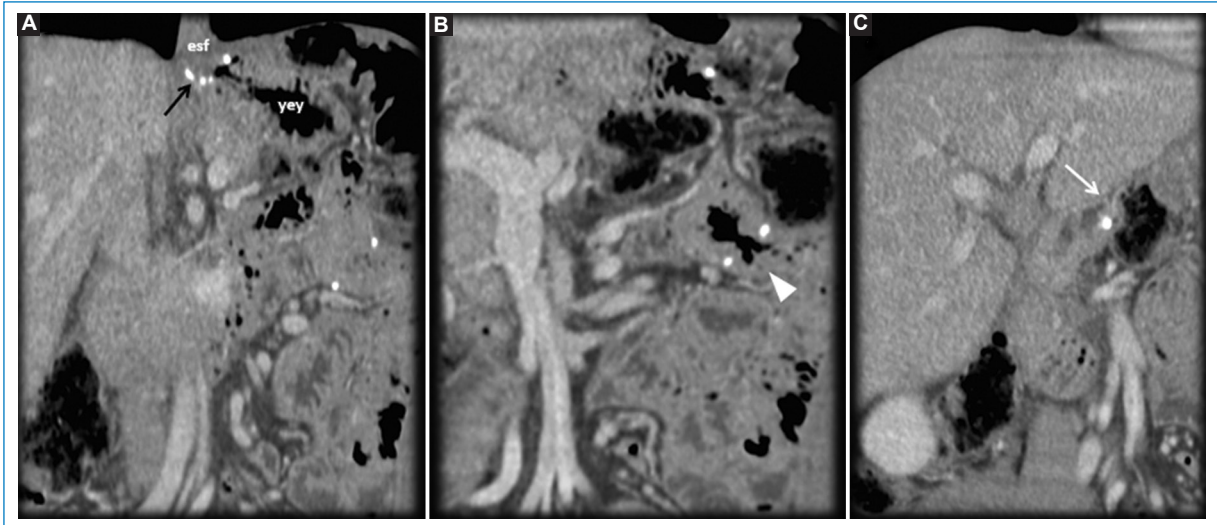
Paciente de sexo masculino, de 39 años. Antecedente de adenocarcinoma gástrico. Cambios posquirúrgicos de una gastrectomía total con reconstrucción en Y de Roux. TC en fase venosa. A, B y C: MPR coronal. A: anastomosis esofagoyeyunal (flecha). B: anastomosis yeyunoyeyunal (punta de flecha). C: muñón duodenal (flecha). esf: esófago distal; yey: yeyuno proximal.
